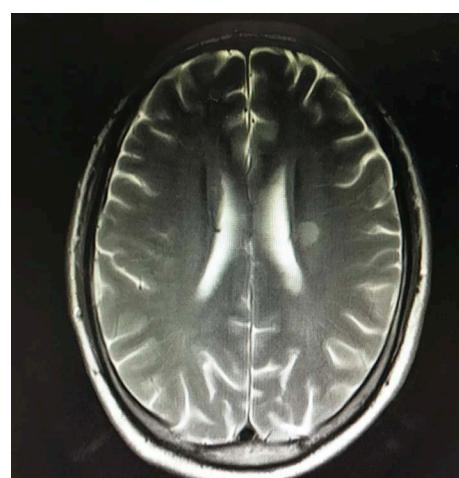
Head MRI: Left paraventricular lacunar cerebral infarction (subacute phase)
